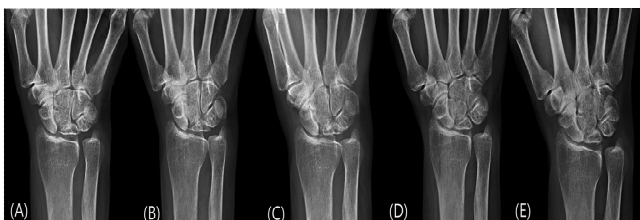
X-ray of Right wrist. (A) June 14, 2023. (B) June 21, 2023. (C) June 28, 2023. (D) August 3, 2023. (E) May 27, 2024.
